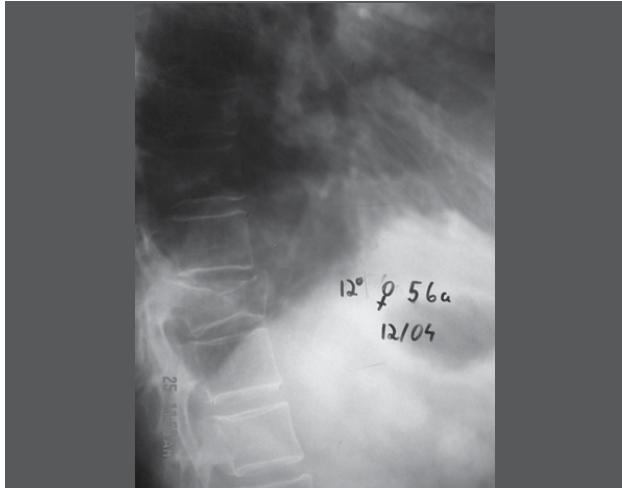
Radiografia com 12 graus de cifose no final do acompanhamento. A despeito da perda, paciente sem dor e com retorno integralmente ao trabalho não sedentário.
